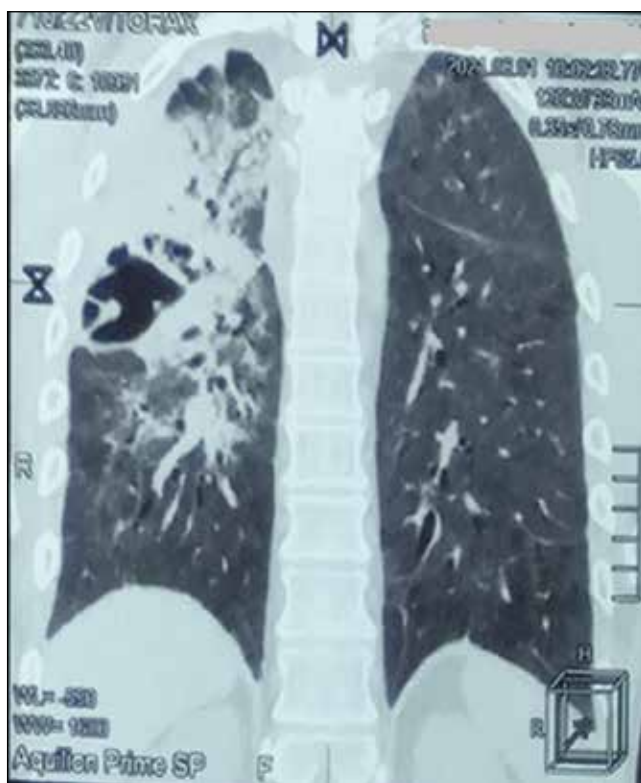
КТ ОГК пацієнта Ф. від 01.06.2021
